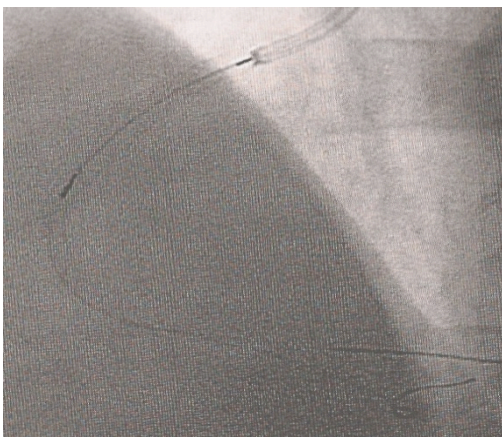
Strahlenquelle mit röntgendichten Markern
